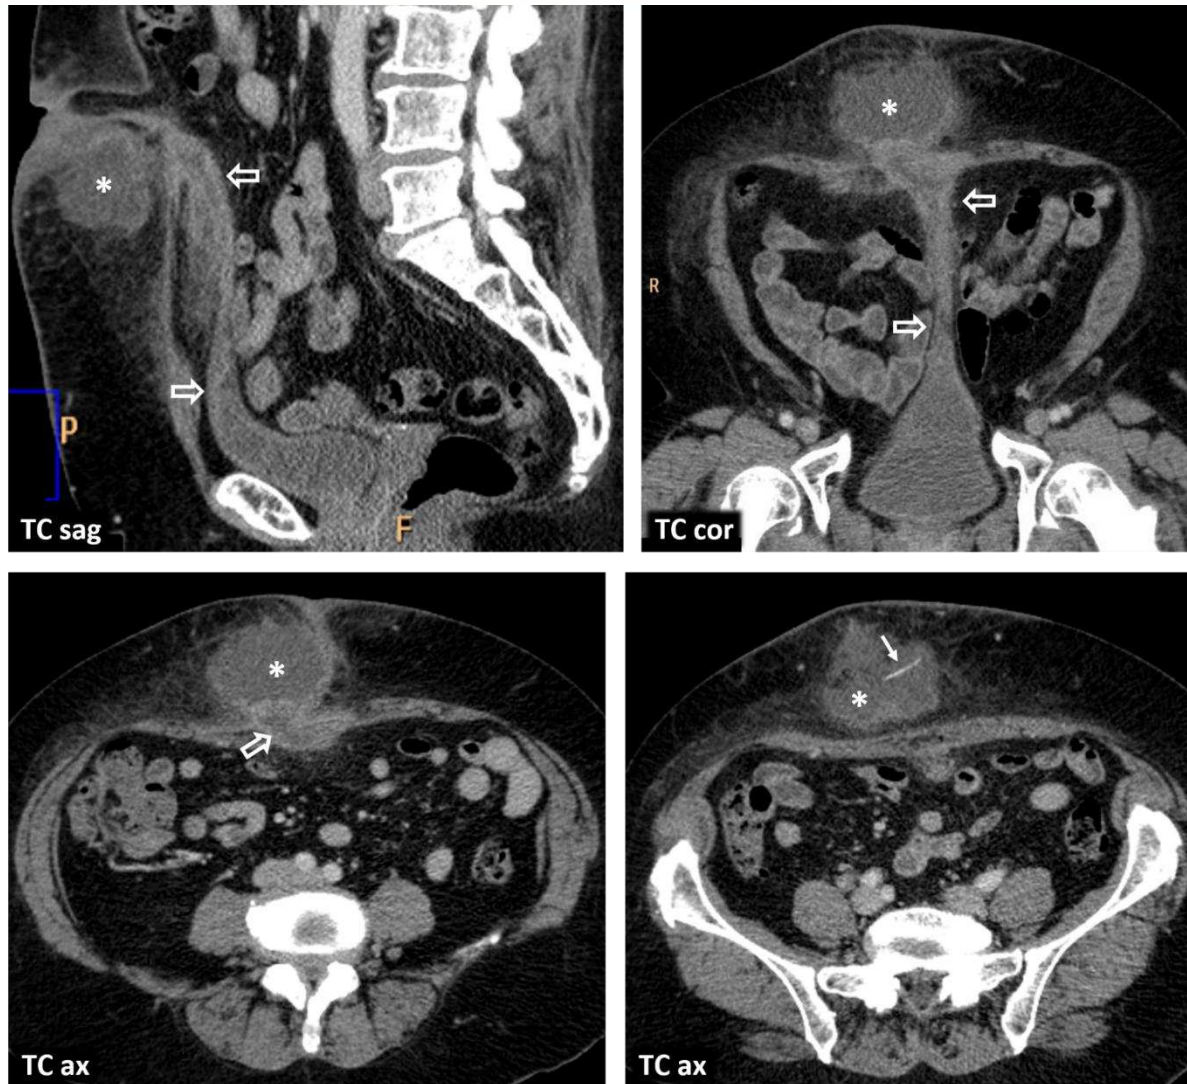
Fístula uracal sobreinfectada con absceso subcutáneo que contiene un cuerpo extraño. Varón de 70 años con antecedentes de onfalitis. Secreción umbilical maloliente y masa infraumbilical palpable con signos inflamatorios. La TC muestra una fístula uracal (flechas huecas) con pared gruesa y fenómenos inflamatorios en la grasa prevesical, así como un absceso subcutáneo infraumbilical (*) que contiene un fino cuerpo extraño elongado (flecha). Requirió cirugía de resección del uraco patente y drenaje del absceso.
